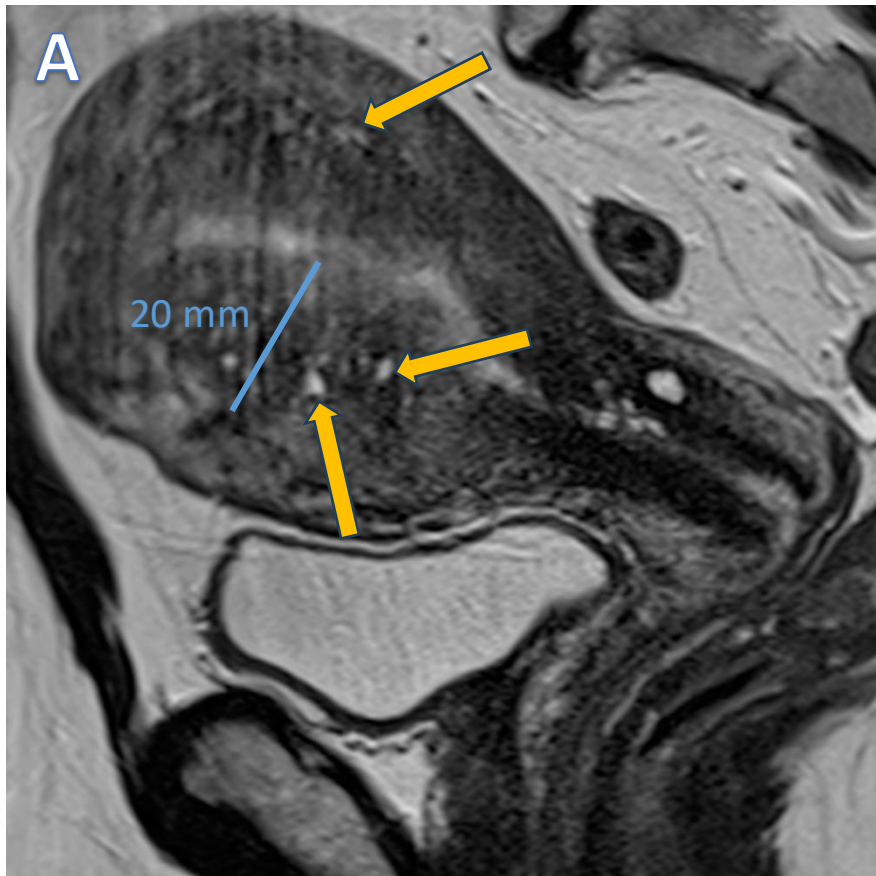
RM de pelvis en el plano sagital (A) y axial oblicuo (B) potenciadas en secuencia T2 . Se observa un engrosamiento difuso de la unión endometrio-miometrial (20 mm), el cual se observa con caída de la señal respecto al resto del miometrio y múltiples zonas hiperintensas (flechas naranjas) correspondientes a tejido endometrial ectópico.
